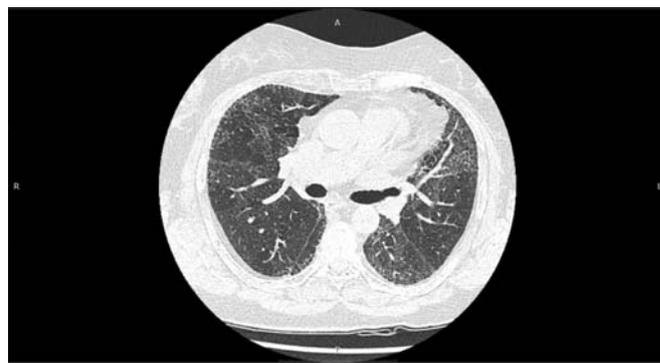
Компьютерная томография органов грудной клетки от 01.10.2019 г. Интерстициальные изменения в легких, лимфаденопатия средостения
